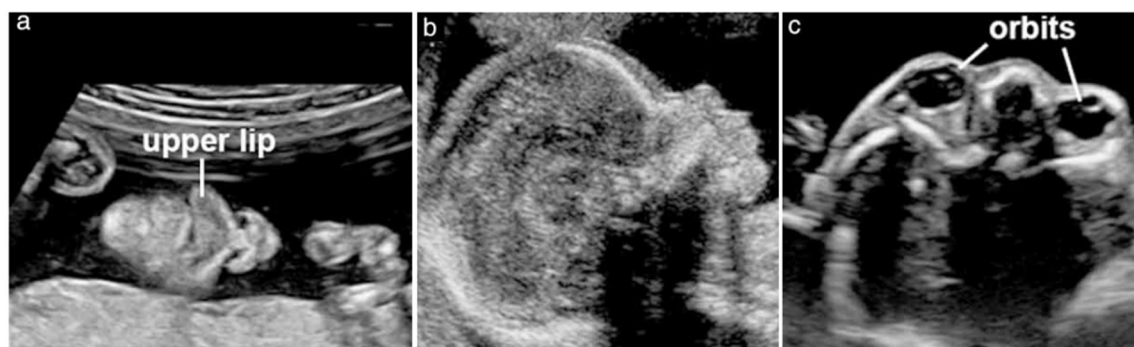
Imagens de ultrassonografia da face fetal, com visualização da boca, lábios e nariz em corte coronal (a), perfil facial mediano em corte sagital (b) e órbitas fetais em corte transversal (c).
